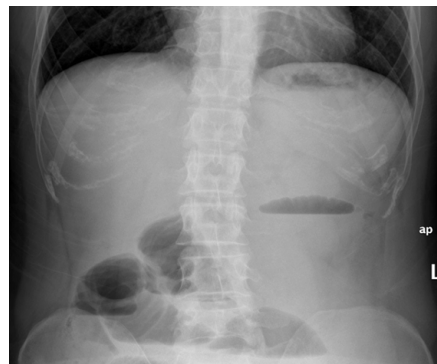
Radiografía de abdomen en bipedestación mostrando niveles hidroaéreos.
